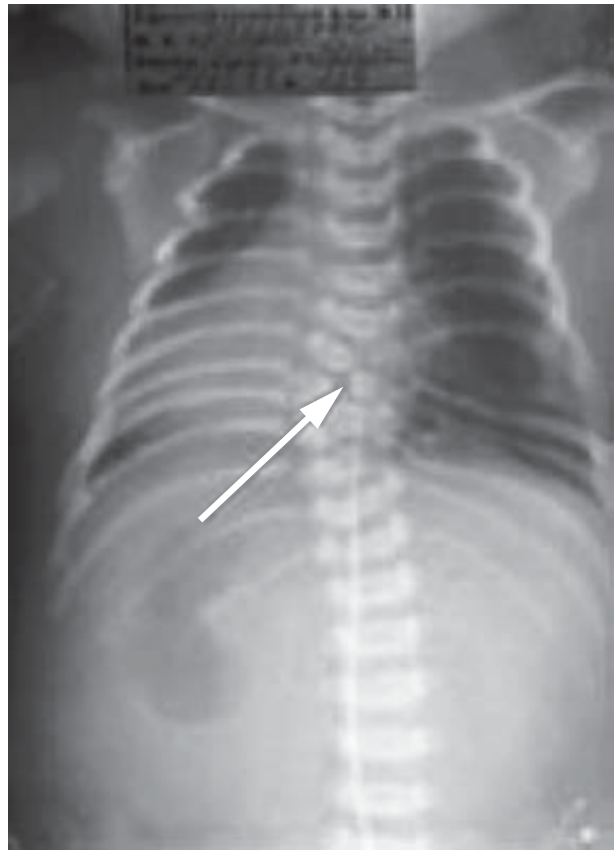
Сколіоз. Рентгенограма
